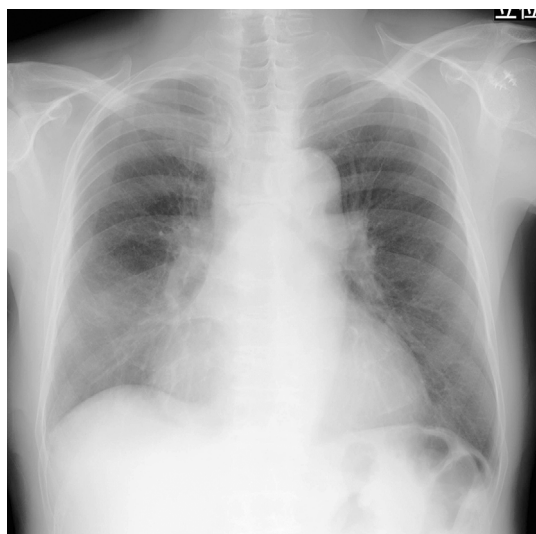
Chest X-ray at the first visit showed cardiomegaly and light pleural effusion.
